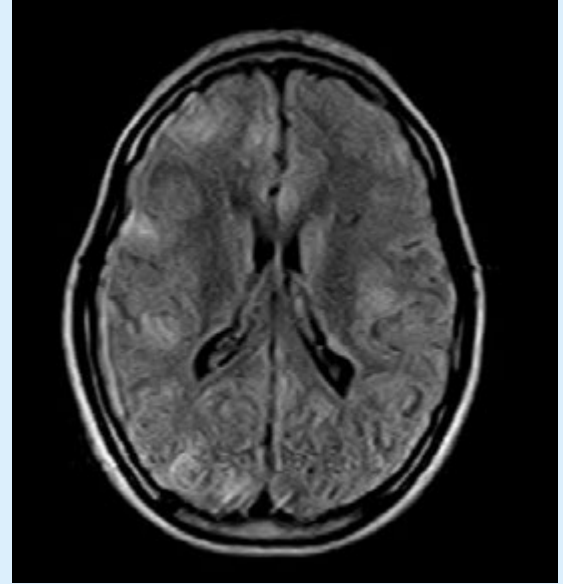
10歳11カ月 女児 結節性硬化症 cortical tuber FLAIR 画像
